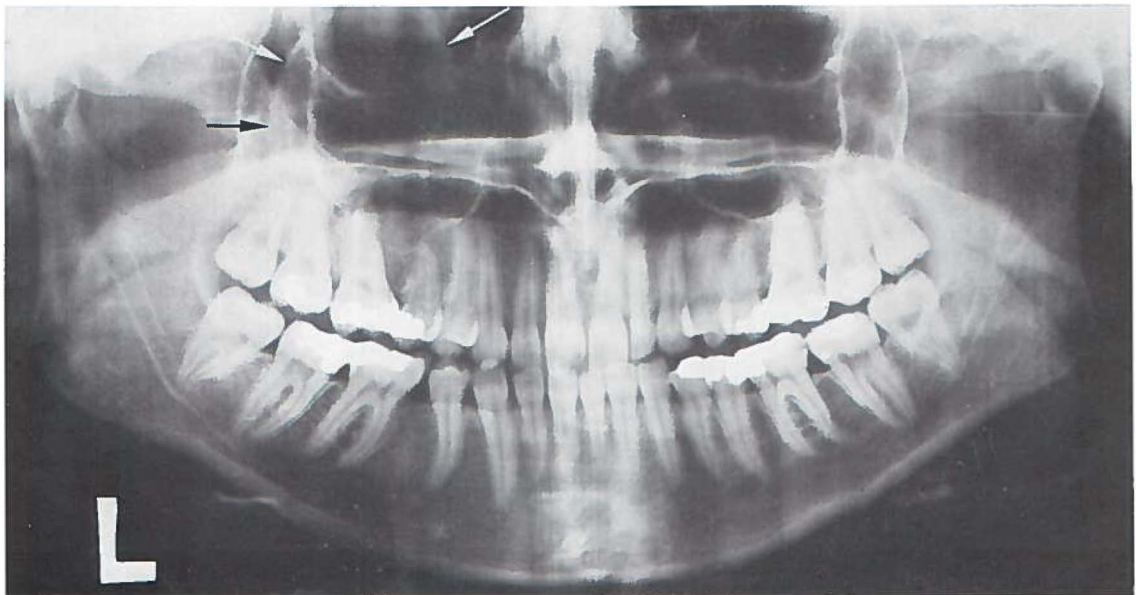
Orthopantomogram van dezelfde patiënt (Pk. 71/2145). Ook hier een duidelijke verkleining van de holte.
